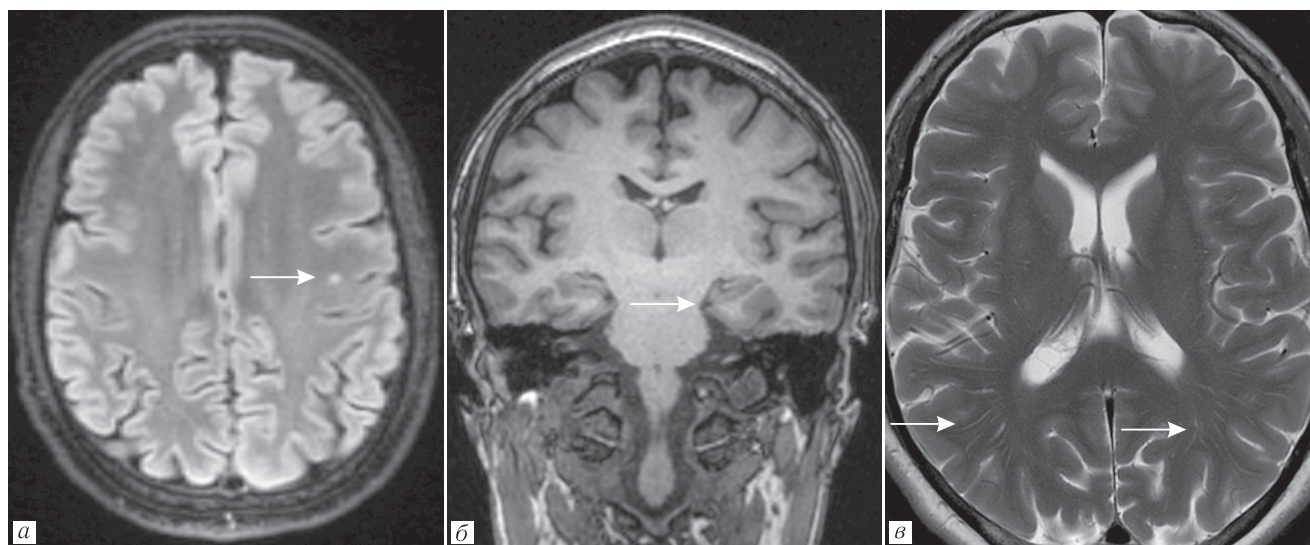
Пациентка О., 48 лет. На T2 FLAIR (а) пример единичных очаговых изменений T2-сигнала субкортикального расположения (стрелка). На корональной T1-серии (б) отмечены признаки неполной инверсии левого гиппокампа. На T2-серии (в) визуализируется умеренное расширение периваскулярных пространств
